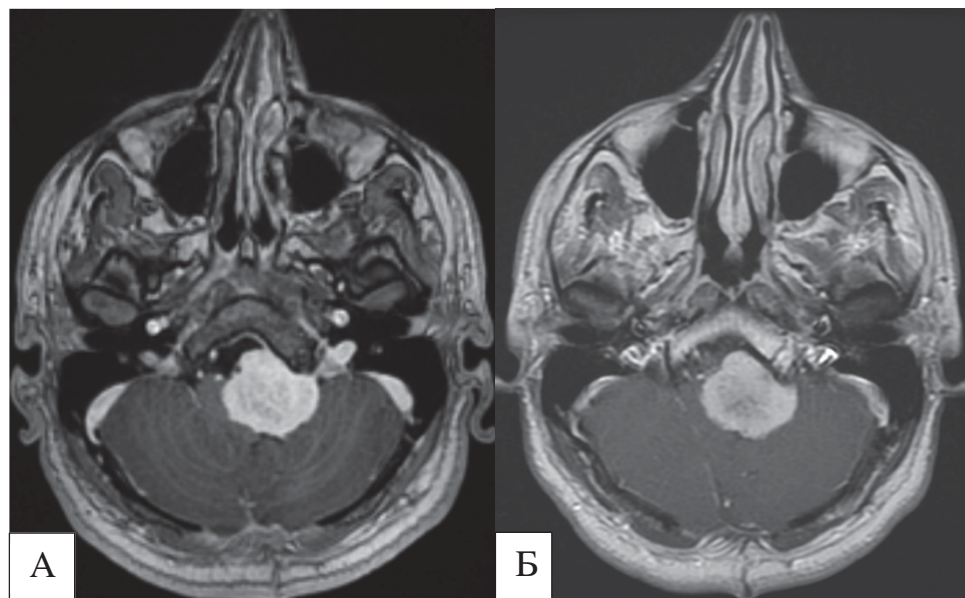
Сравнение МРТ головного мозга до облучения и после: а – МОКВП слева до лучевого лечения, определяются ровные контуры опухоли, равномерно интенсивно накапливающая контрастное вещество; б – МОКВП слева через 7 месяцев после облучения, контуры опухоли сглажены, отмечаются постлучевые изменения в центре опухоли в виде неоднородности накопления контраста опухолью
